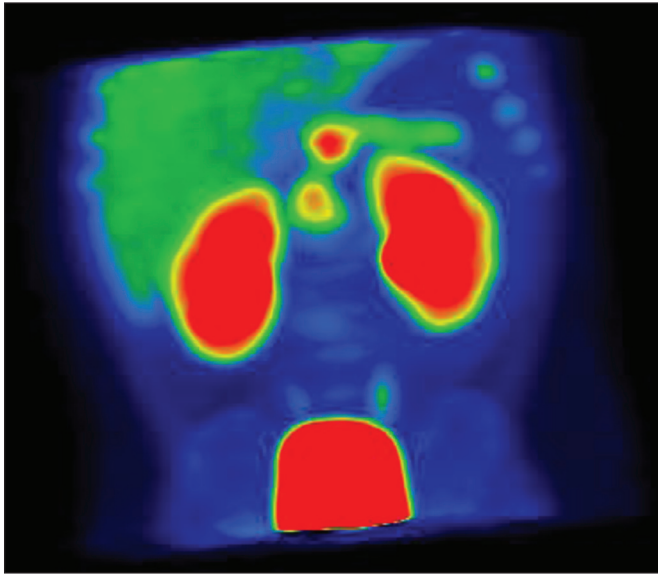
Картина проксимального поражения поджелудочной железы, по данным ПЭТ-КТ (пациент № 3 в табл. 3).
